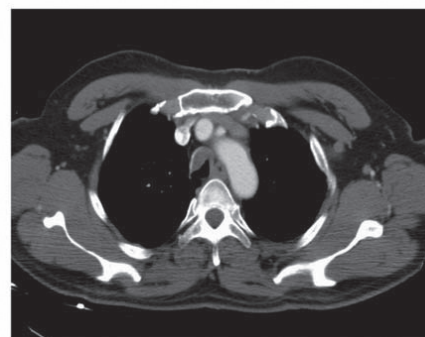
Follow up CT scan shows persistence of tracheal wall thickening after 1 year.
